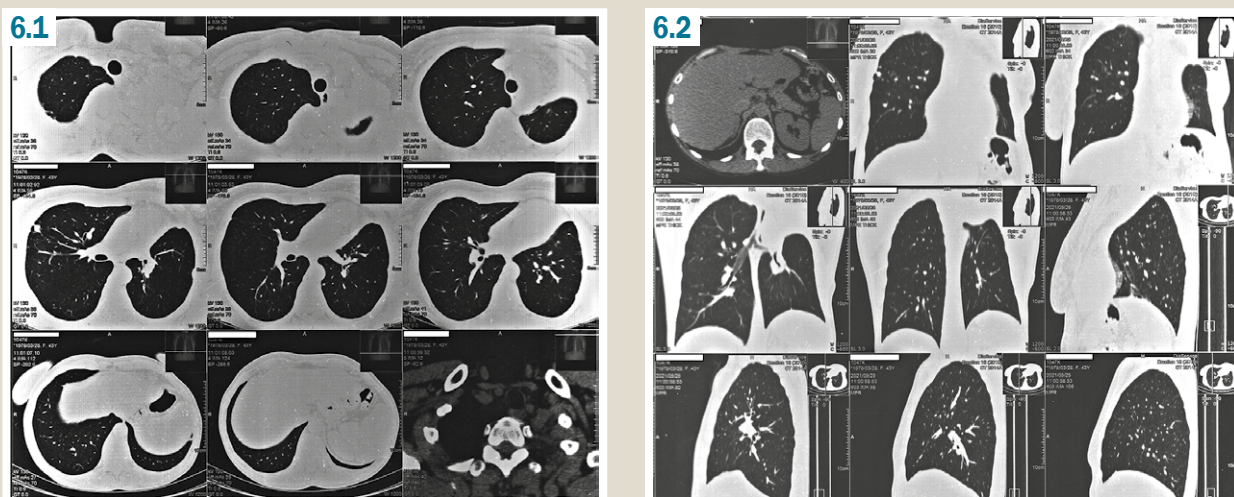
Chest CT from 10.05.2021: condition after resection of the upper lobe of the left lung. There are bilateral single dense foci on the background of pneumofibrosis in the lower lung fields. The left hilum is pulled up. Pulmonary heart.
